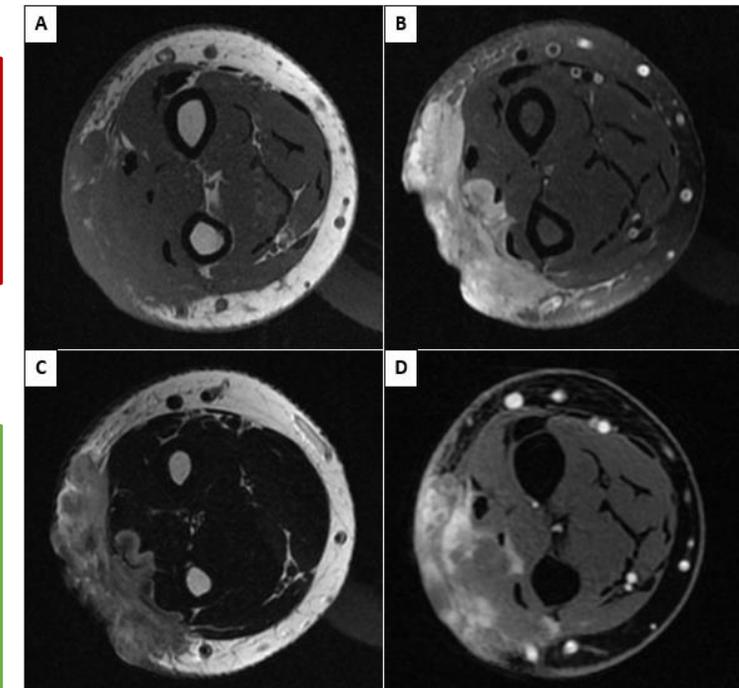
(RMN cortes coronales)
